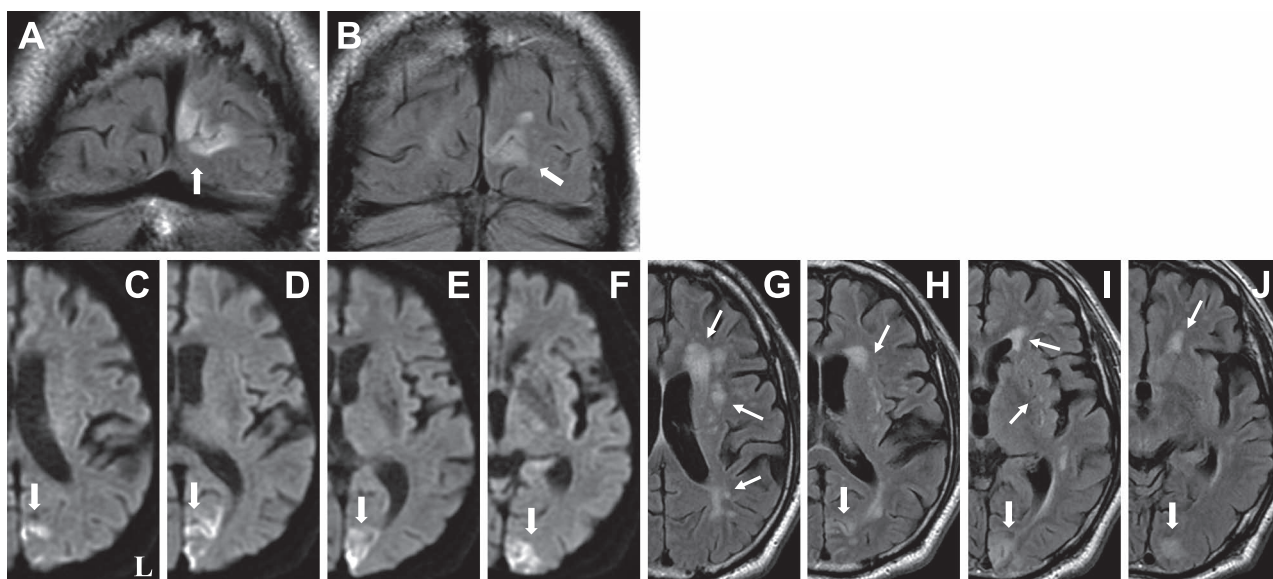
Brain MRI of the patient.
